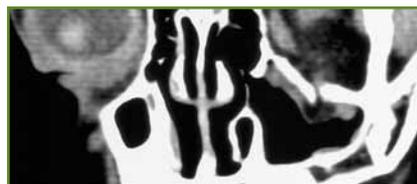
Fracture du plancher de l'orbite (TDM) avec incarceration du muscle droit inférieur.
